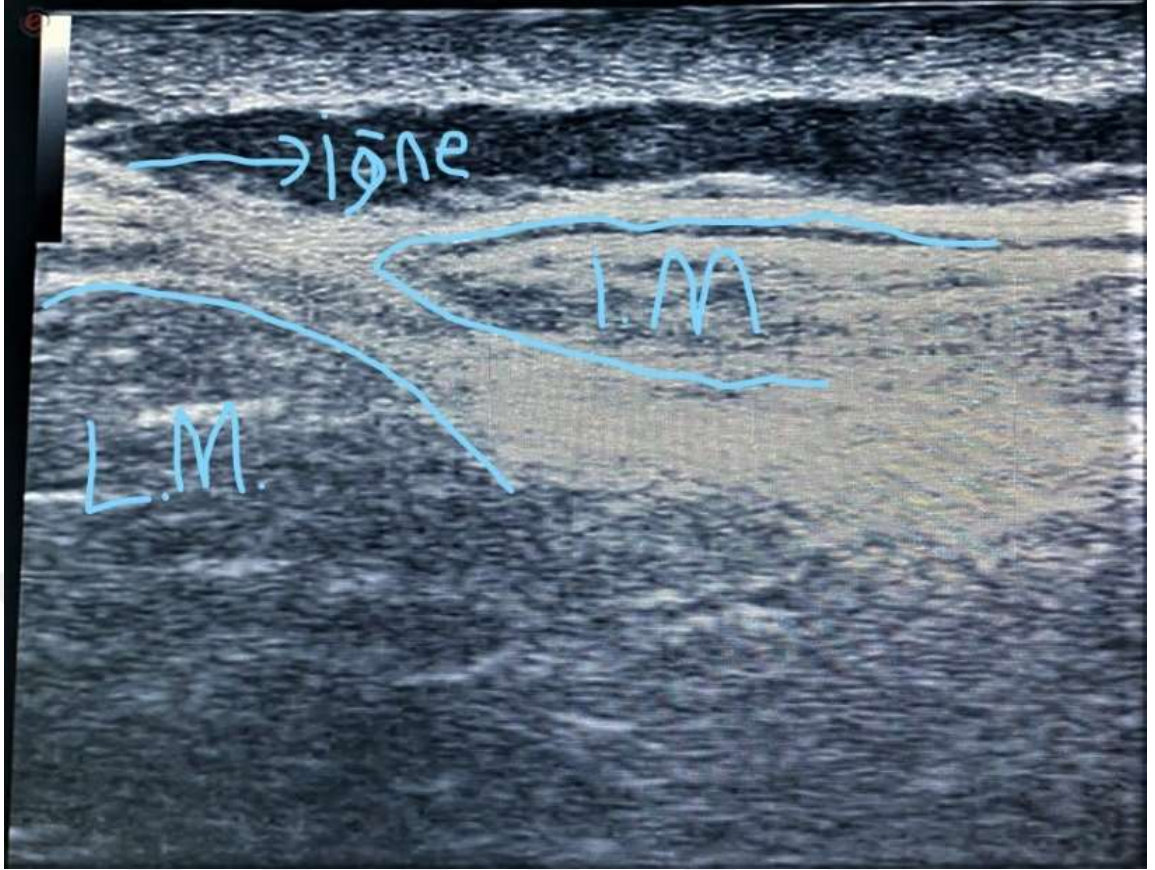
USG prob transverse tutuş
